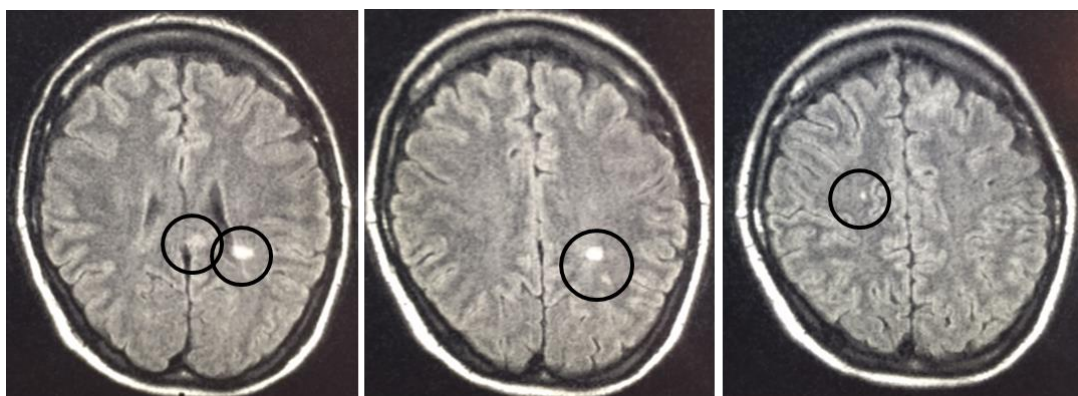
МРТ головного мозга от 25.07.08 в режиме T2FLAIR
